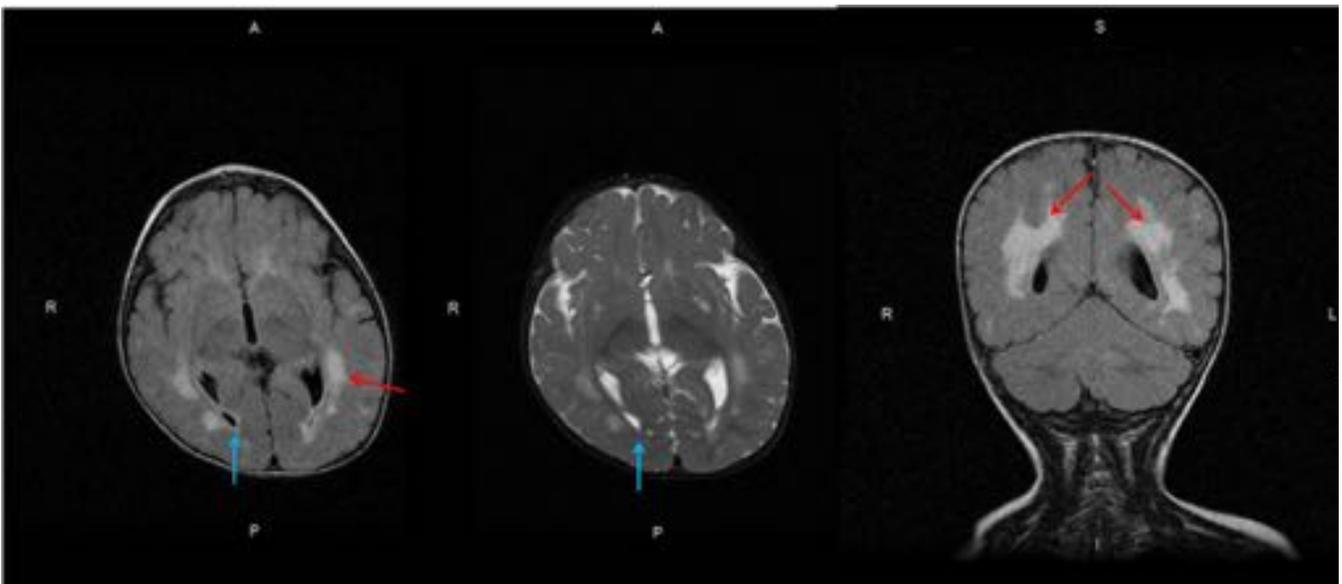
Figura 6. RM Cerebral de control de la paciente de las figuras 2 y 4, realizada a los dos años, tras
